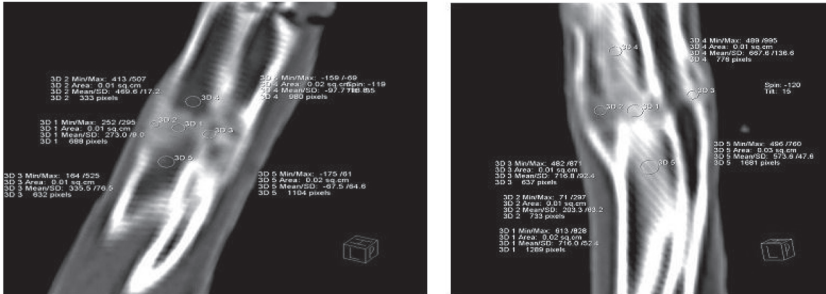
А – МСКТ правого предплечья кролика 10 суток фиксации группа без БАТ (кролик № 2); Б – МСКТ правого предплечья кролика 10 суток фиксации группа с БАТ (кролик № 8).
